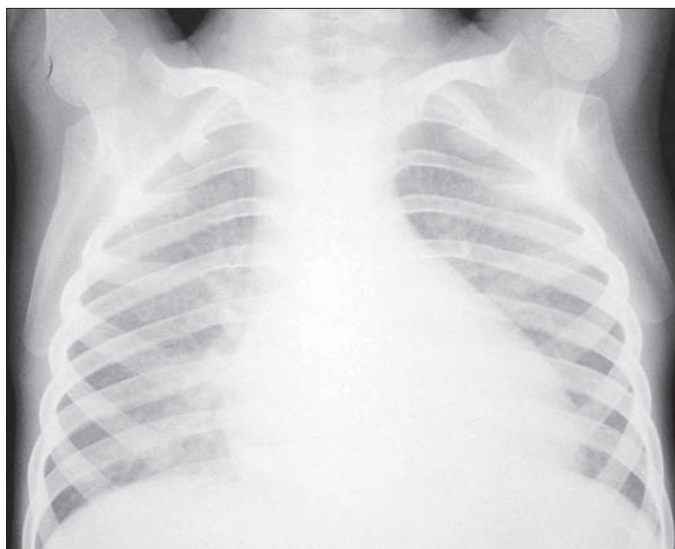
Infecție cu HIV și pneumocystis carini. Radiografie toracică PA. Opacitate cu intensitate redusă și aspect de "sticlă mată". Bronhogramă aerică pozitivă.
